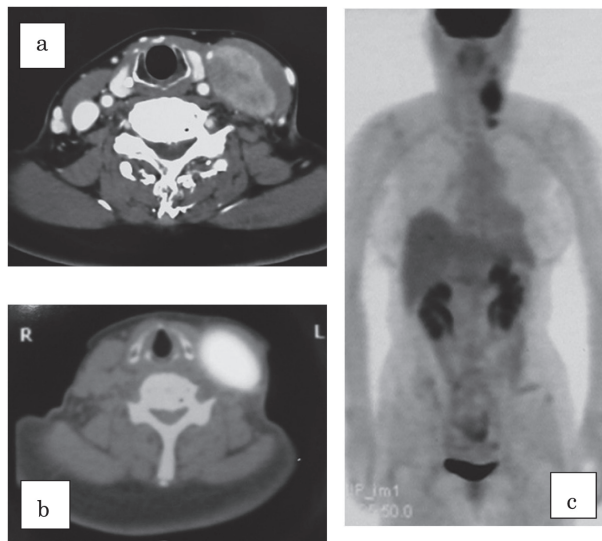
症例2, PET/CT所見 (a: CT, b, c: PET), 左頸部リンパ節の腫瘍陰影と取り込み所見
